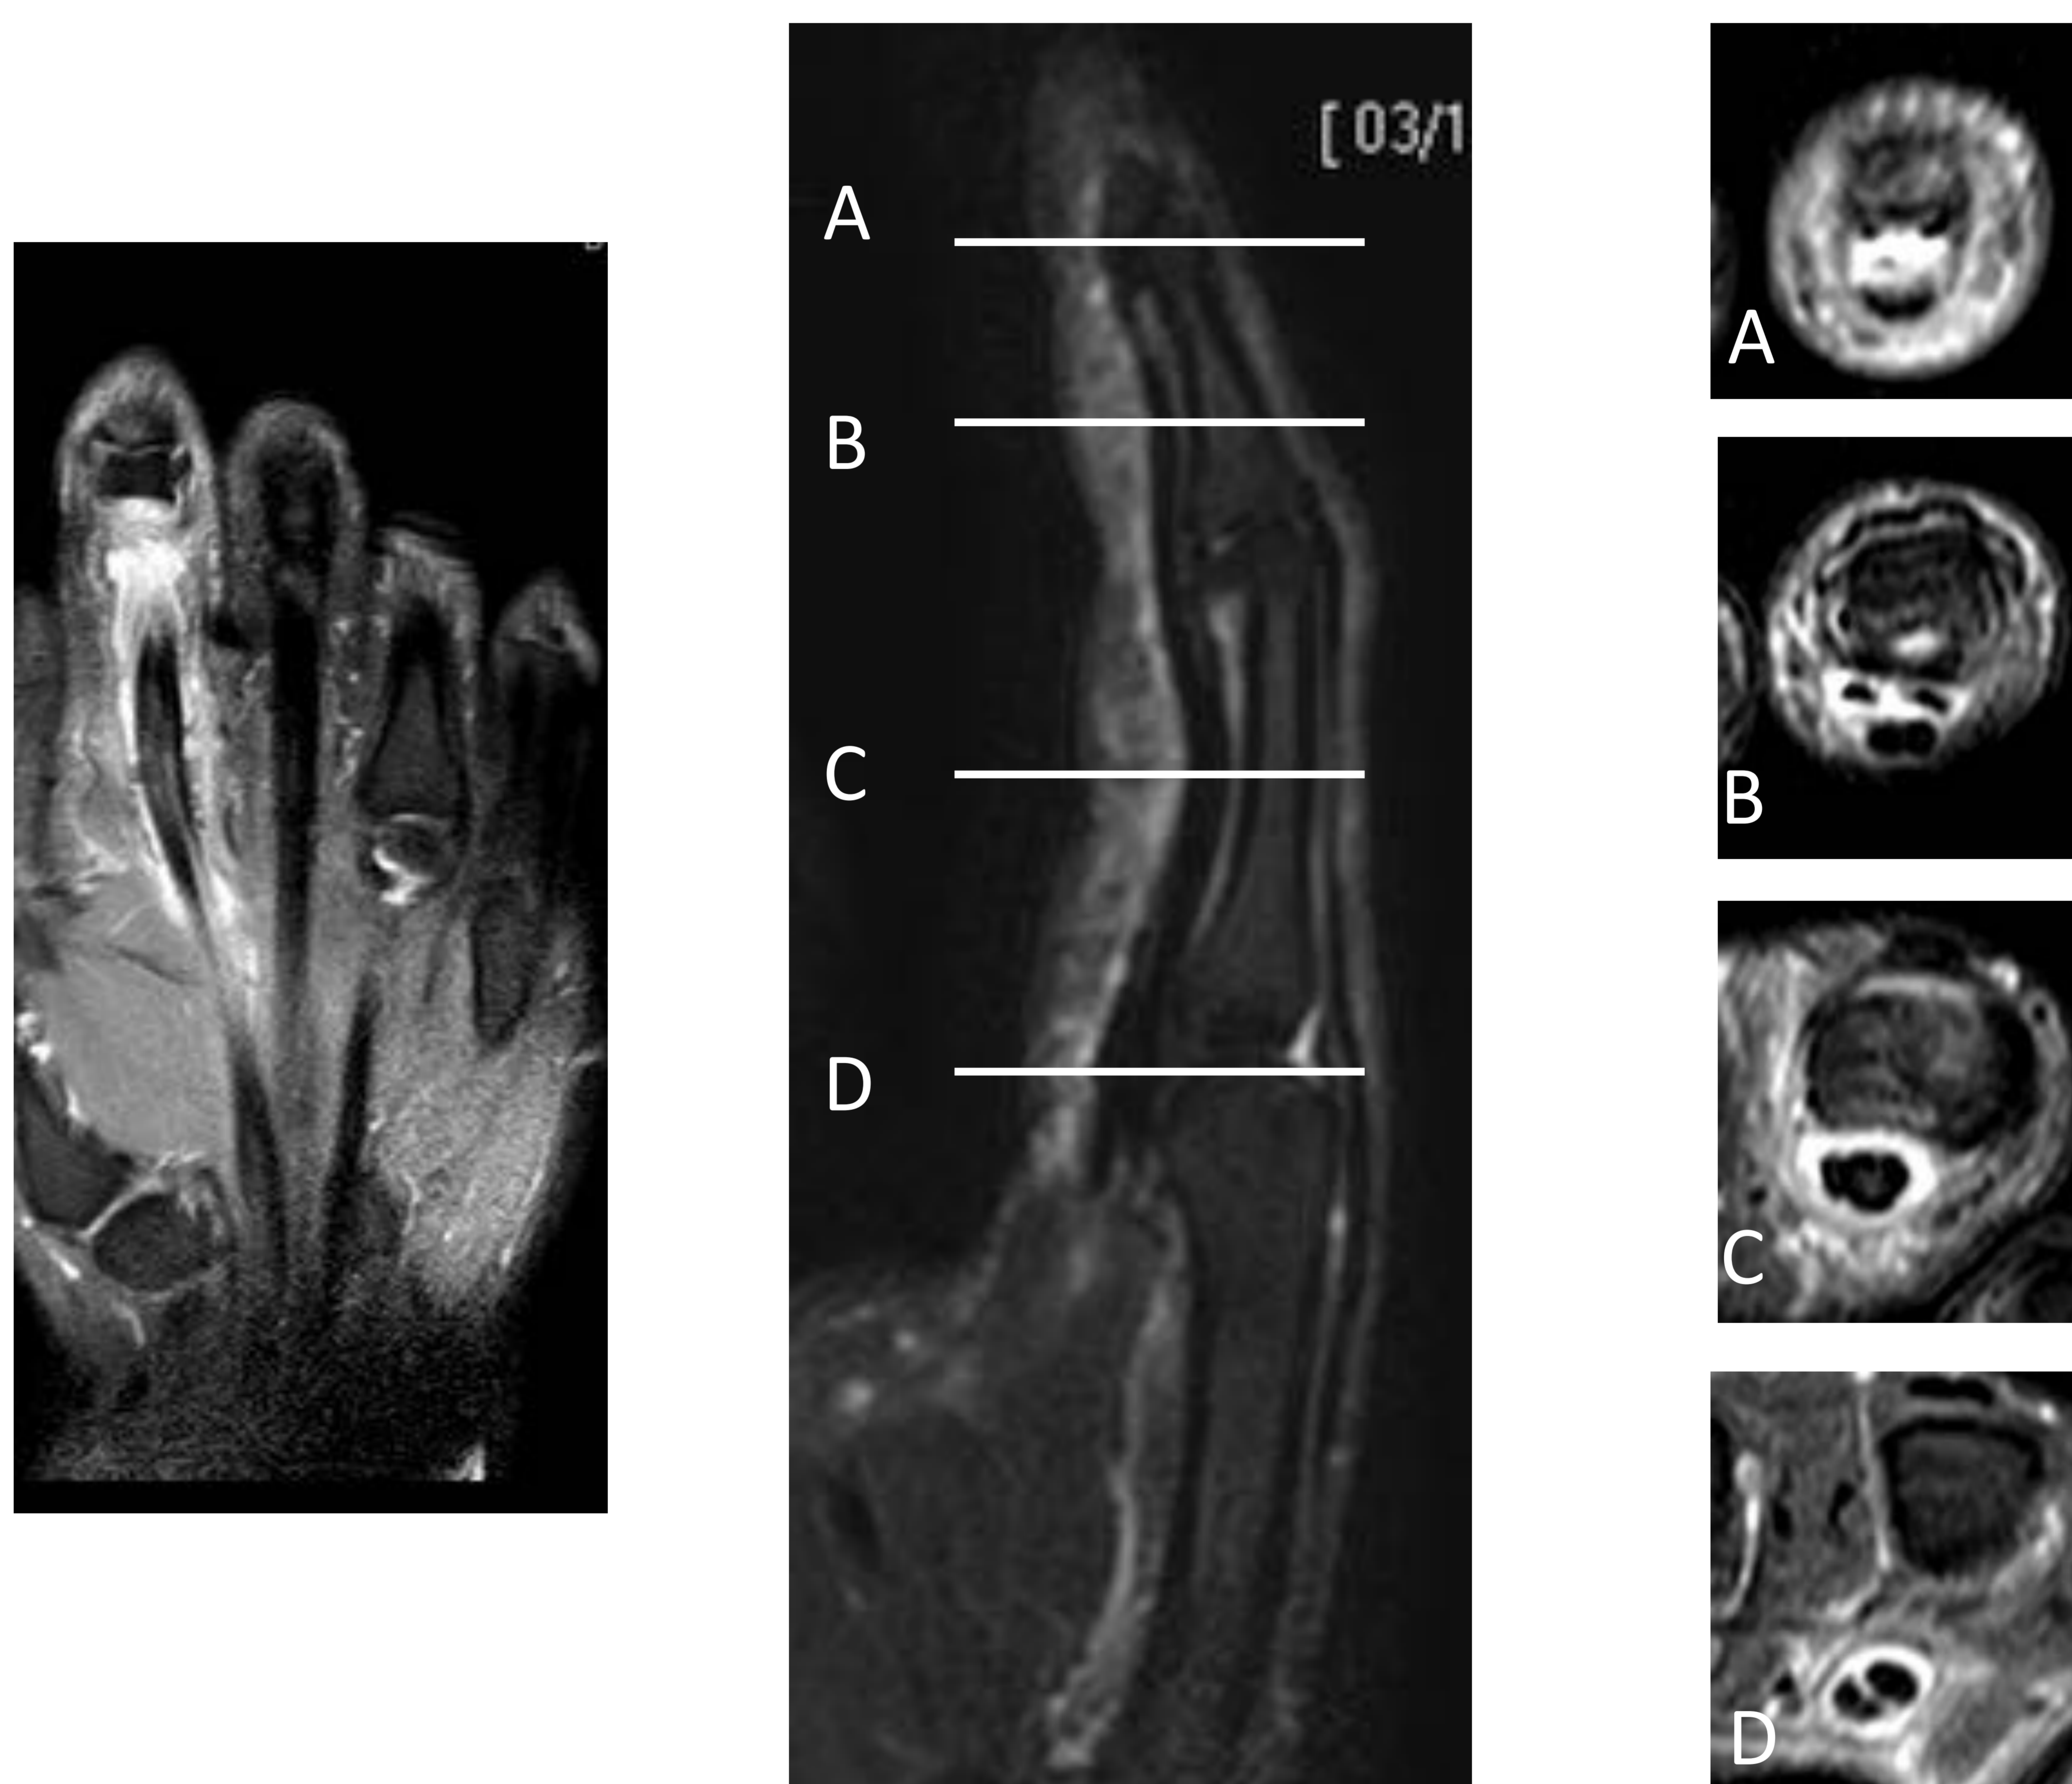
Tenosinovitis infecciosa. Paciente quien sufre punción con espina de pescado en la cara volar de la falange distal del segundo dedo, a los 5 días inicia inflamación en todo el dedo, con enrojecimiento y limitación a la flexión. En la RM se aprecia aumento del líquido en la vaina de los tendones flexores superficial y profundo del 2º dedo, asociando edema de partes blandas adyacentes, los hallazgos son compatibles con tenosinovitis. Mejoría tras tratamiento antibiótico.
